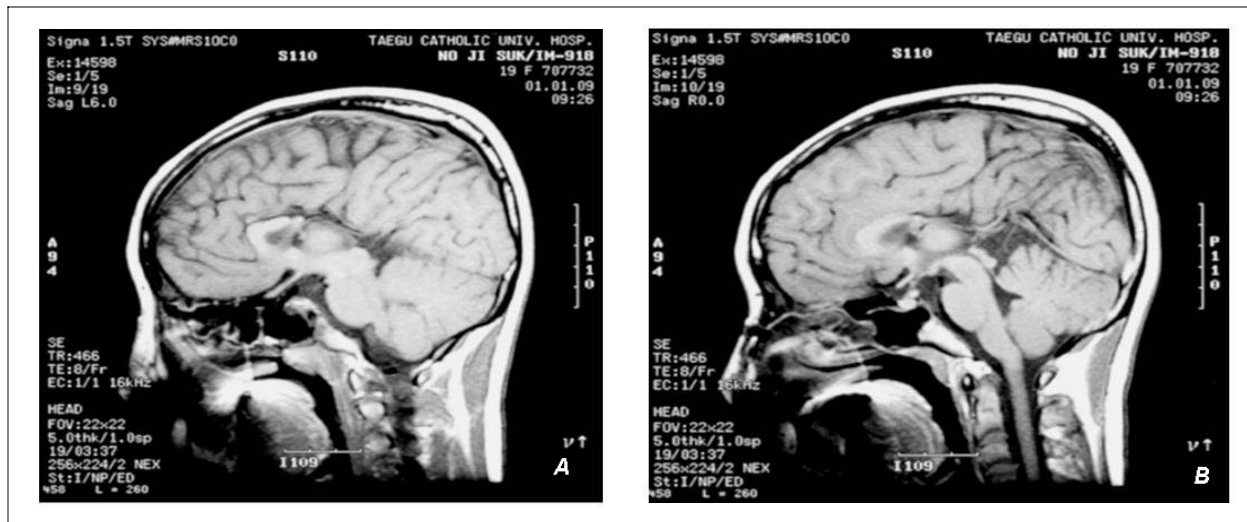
Brain MRI Shows hypogenesis of the corpus callosum with colpocephaly (A) and ectopic neurohypophysis at the pituitary stalk (B).
